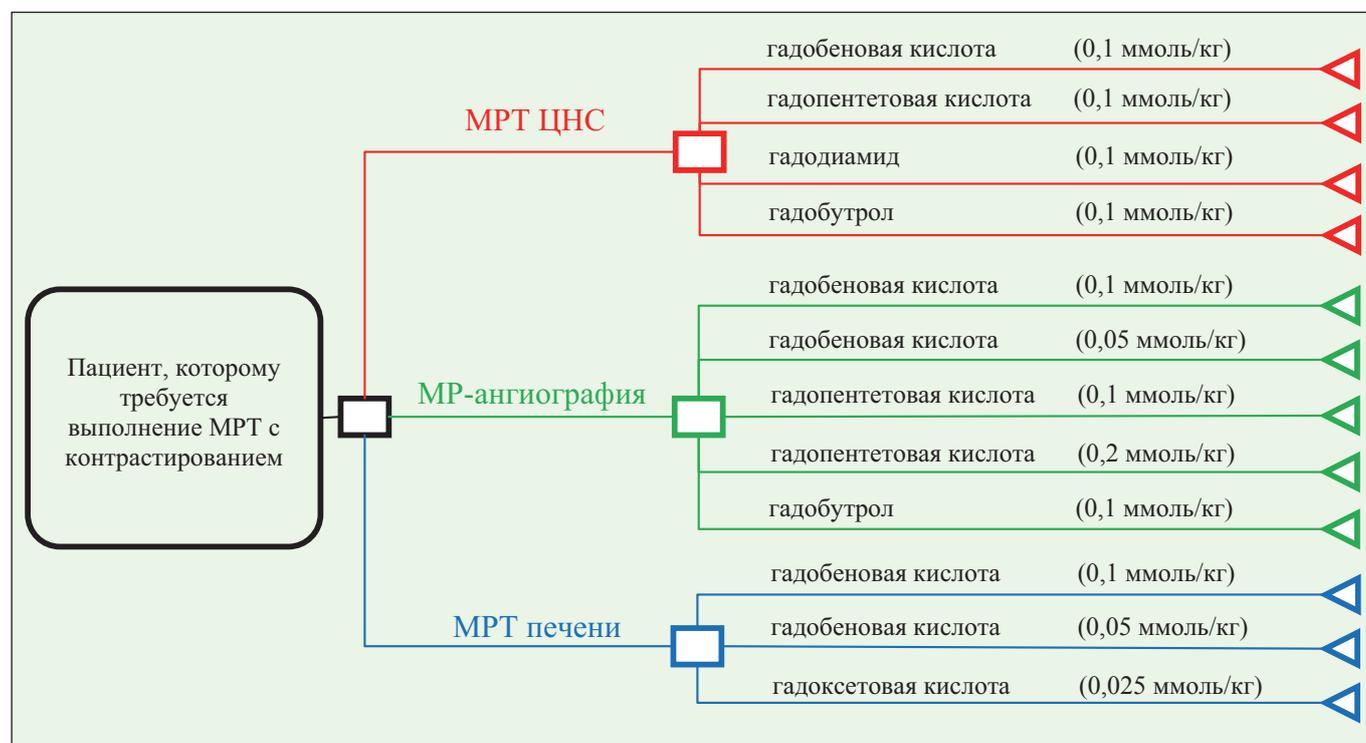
Модель анализа решений для экономической оценки применения гадобеновой кислоты при МРТ с контрастированием
